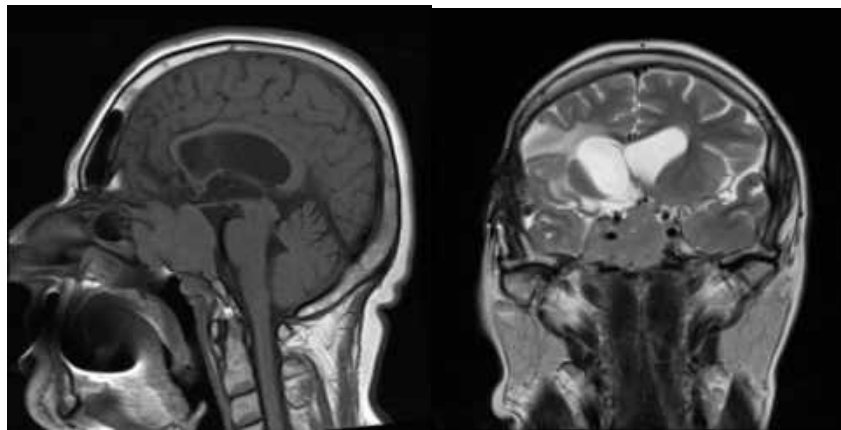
Спостереження №72. Хвора Ш-та, (історія хвороби №309/2). Контрольна МРТ після проведеного лікування.
